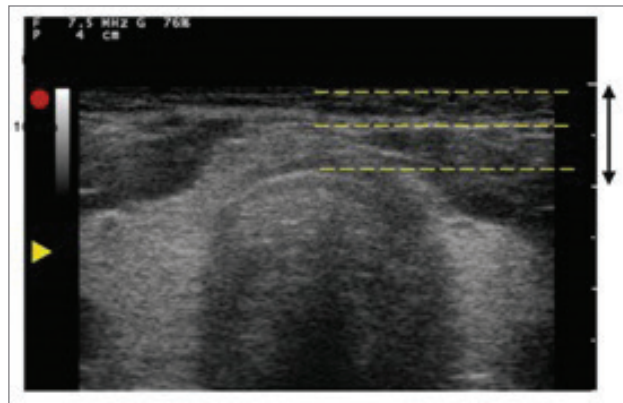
USG Potongan Transversal Tulang Hioid. Keterangan: H = Tulang hioid, SM = strap muscle (otot infrahioid). Sumber: Alansari M, Alotair H, Aseri ZA, danElhoseny MA, 2015¹⁶
